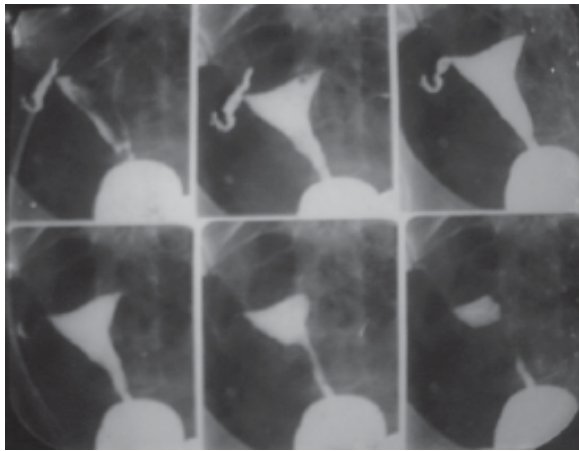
Ginecografía o histerosalpingografía.
